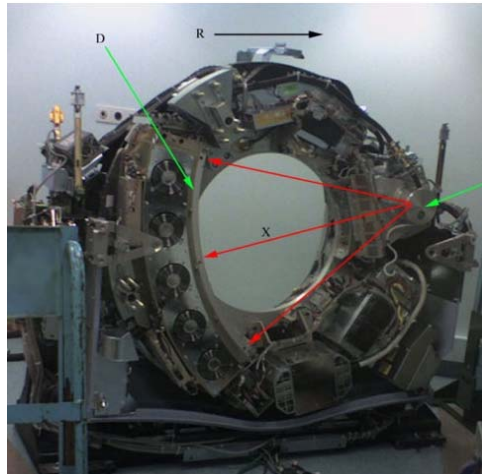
Entrañas del anillo de un TC. T: tubo de rayos X. D: detector. X: haz de rayos X. R: sentido de rotación
